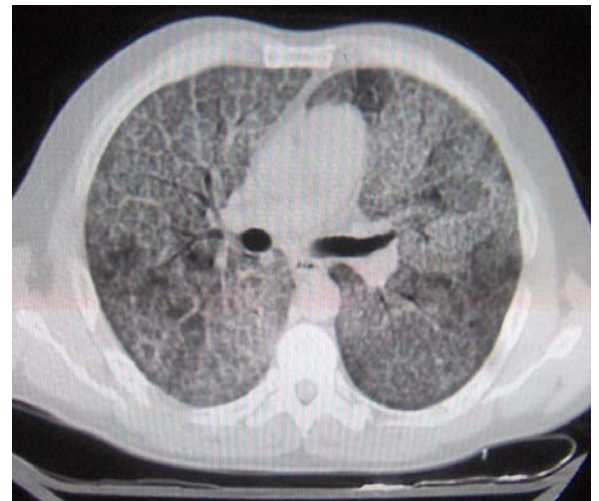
TAC de tórax 18 meses después del inicio de los síntomas. Lesiones descritas como "crazy paving" con mediastino y pleuras sin lesiones.
